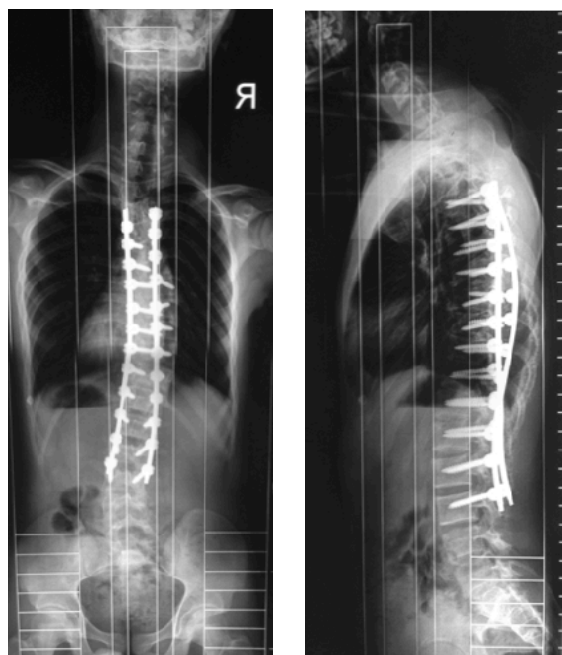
Radiografías AP y Lateral de columna total post operatorias: artrodesis posterior instrumentada de T5-L4.
